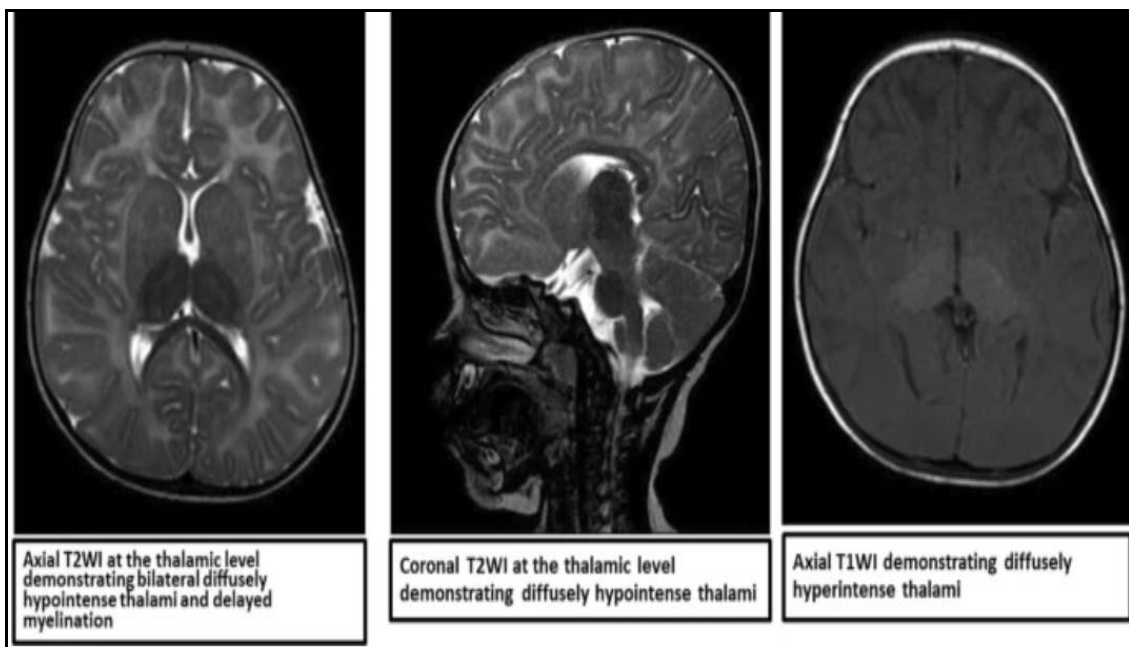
IRM cérébrale d'une petite fille atteinte de la maladie de Sandhoff : [88]
